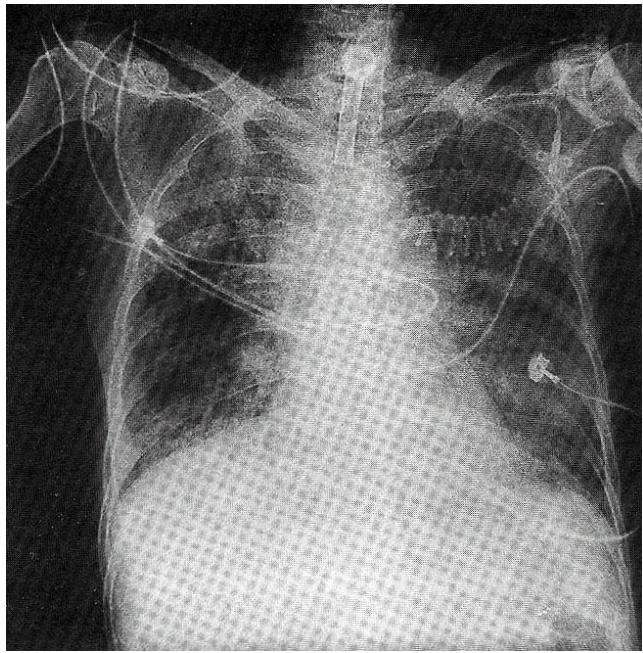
Chest X-ray shows air space consolidations of right upper, lower and left lower lung field. Left lower lobe atelectasis and right pleural effusion are suspected.
